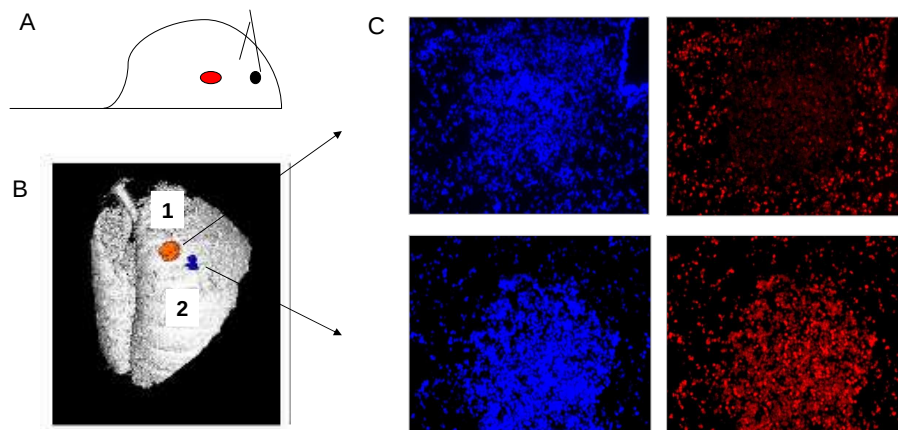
Resistenz-Entwicklung beim Lungenkarzinom der Maus nach wiederholter Behandlung mit dem Zytostatikum Cisplatin. A: Mäuse entwickeln nach lokaler Aktivierung des Onkogens K-Ras innerhalb von 2 Monaten Lungentumore; B: Lage und Größe der Tumore lassen sich im Computertomogramm (CT) bestimmen. Während zunächst alle Tumorherde auf eine Chemotherapie mit Cisplatin ansprechen, kommt es bei einzelnen Tumoren nach mehreren Behandlungszyklen zu einer Resistenzentwicklung; C: In den Zellen solcher Tumore (1) ist der Spiegel an Therapie-induzierten DNA-Schäden deutlich niedriger als in Tumorarealen, die weiterhin auf die Cisplatin-Behandlung ansprechen (2). (blau: DNA-Gehalt der Zellen, rot: Cisplatin-Schäden im Zellkern) (Oliver et al., *Genes & Development*, 2010).
